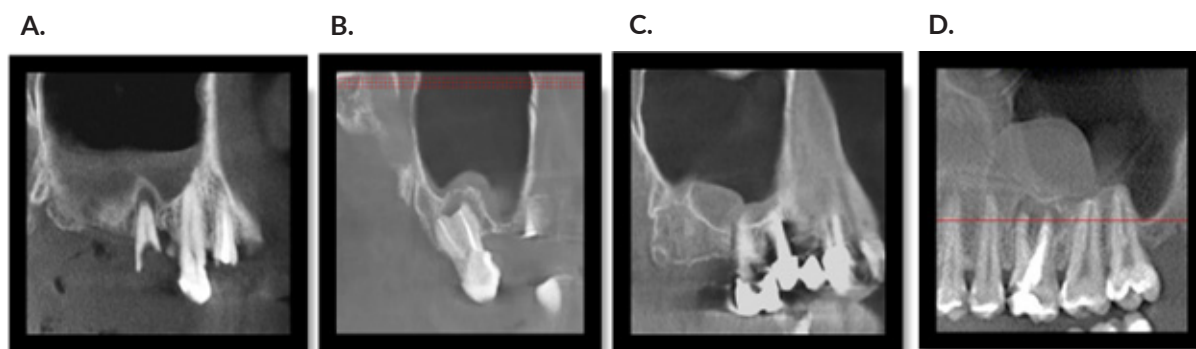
Imágenes con tomografía de haz cónico que muestran las características imagenológicas de sinusopatías inflamatorias: A) sinusitis maxilar. B) mucositis o engrosamiento de la mucosa sinusal. C) polipoides. D) quiste de retención.
